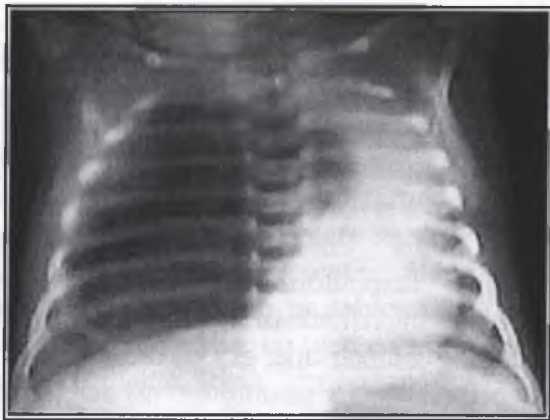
Radiografie toracică. Emfizem lobar congenital cu afectarea lobului superior al plămânului drept. Hernie mediasinală.
